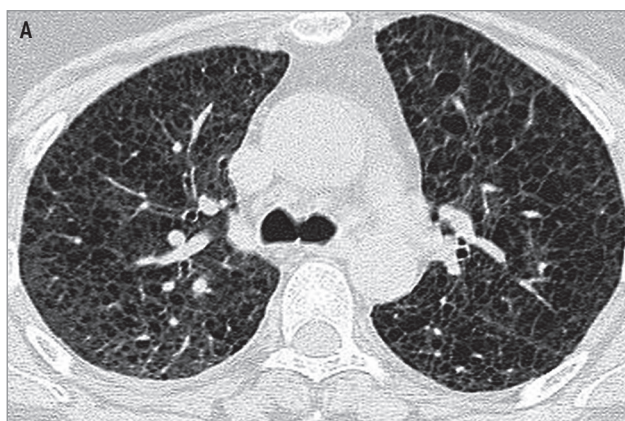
Диффузная форма у пациентки 57 лет из 3-й группы: А – компьютерная томография органов грудной клетки; б – однофотонная эмиссионная компьютерная томография
